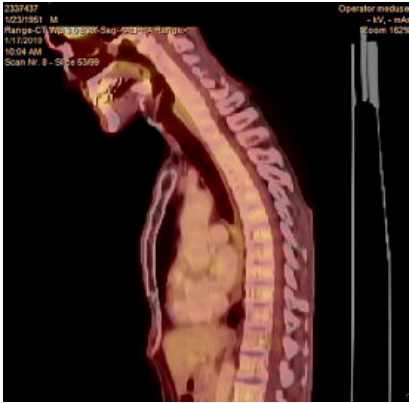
PET-CT vom 26. Juli 2016 zeigt ein sagittales Kehlkopf-Image ohne Anzeichen eines Tumors. Quelle: Beverly Tower Wilshire Advanced Imaging Center, Beverly Hills, CA 90210, USA.
